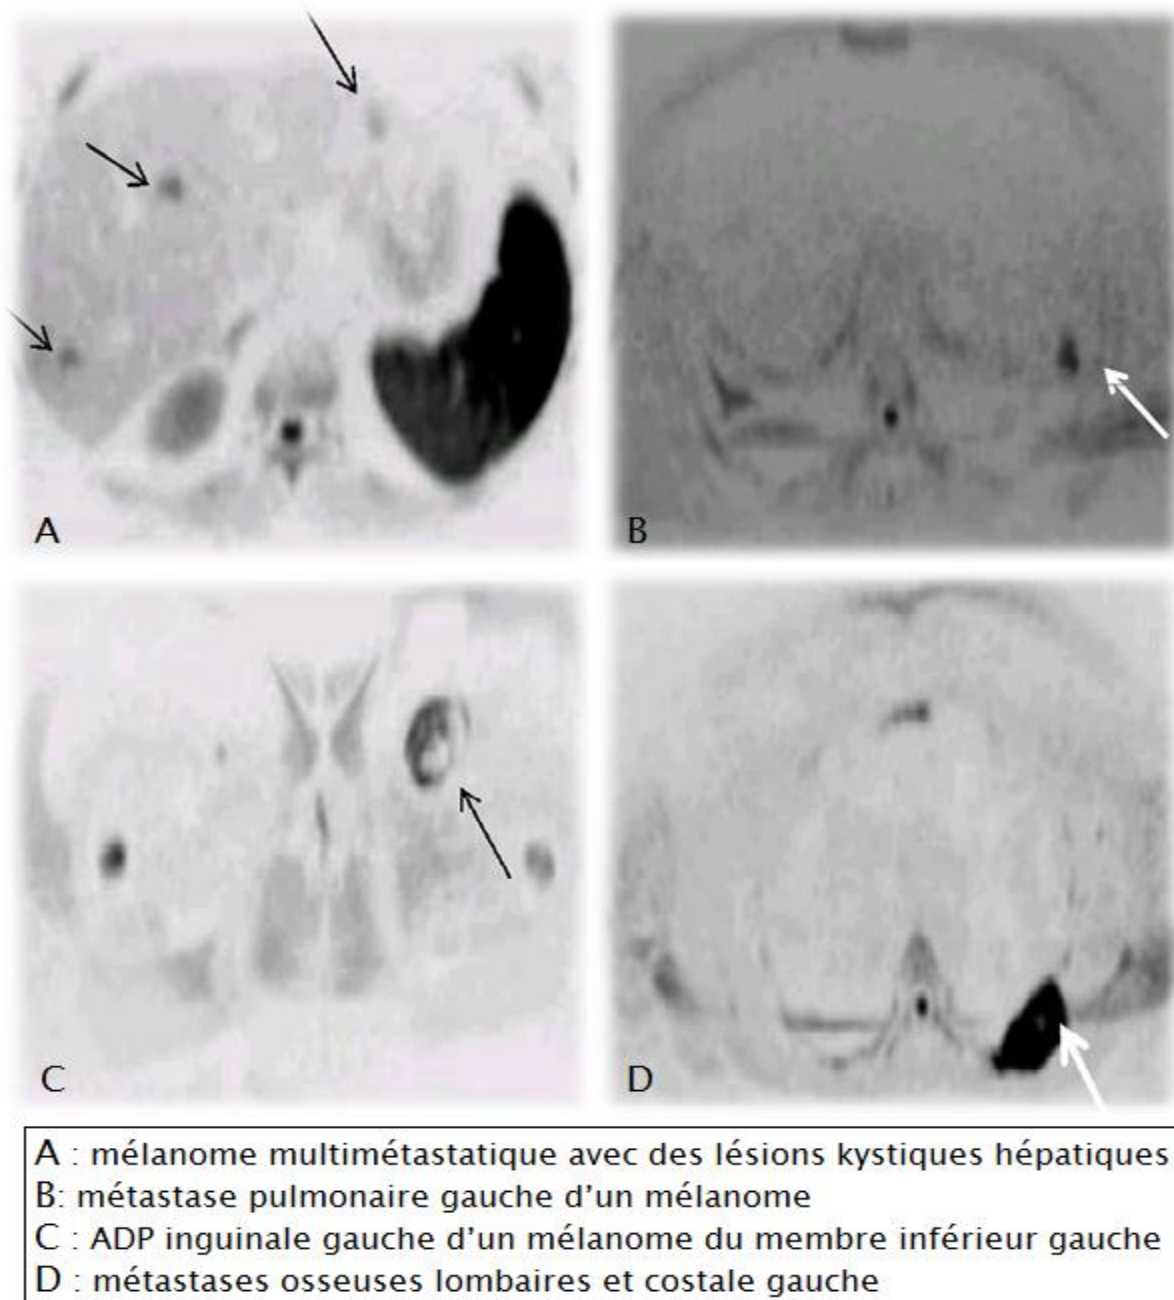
aspect des métastases d'un mélanome en IRM avec séquence de diffusion [50]
